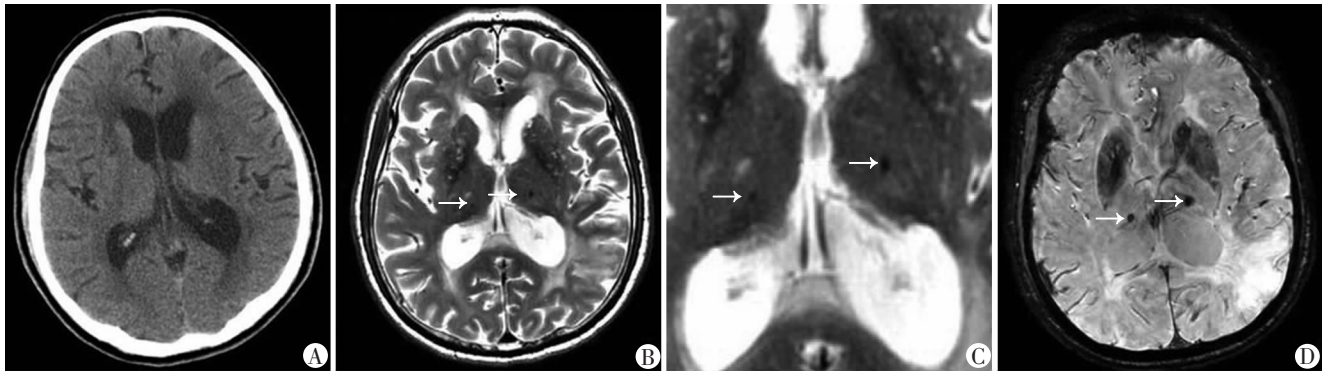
左侧颞枕顶叶大面积脑梗死62岁男性患者起病后2⁺d CT、MRI表现
